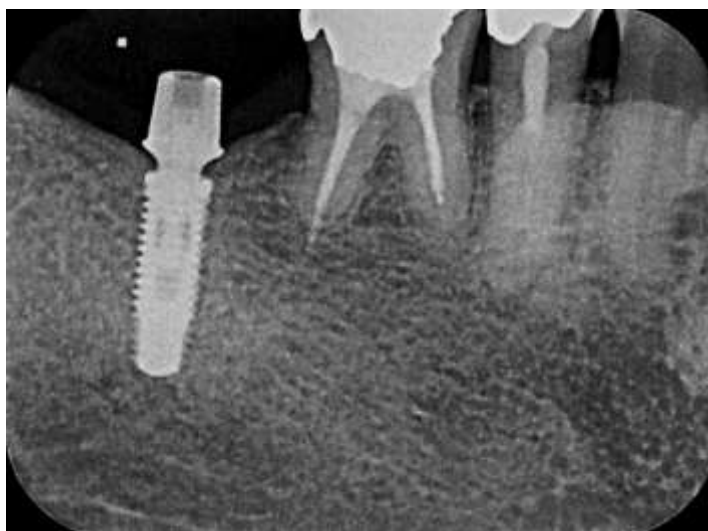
Radiografia periapical do implante instalado na região do elemento 37.
